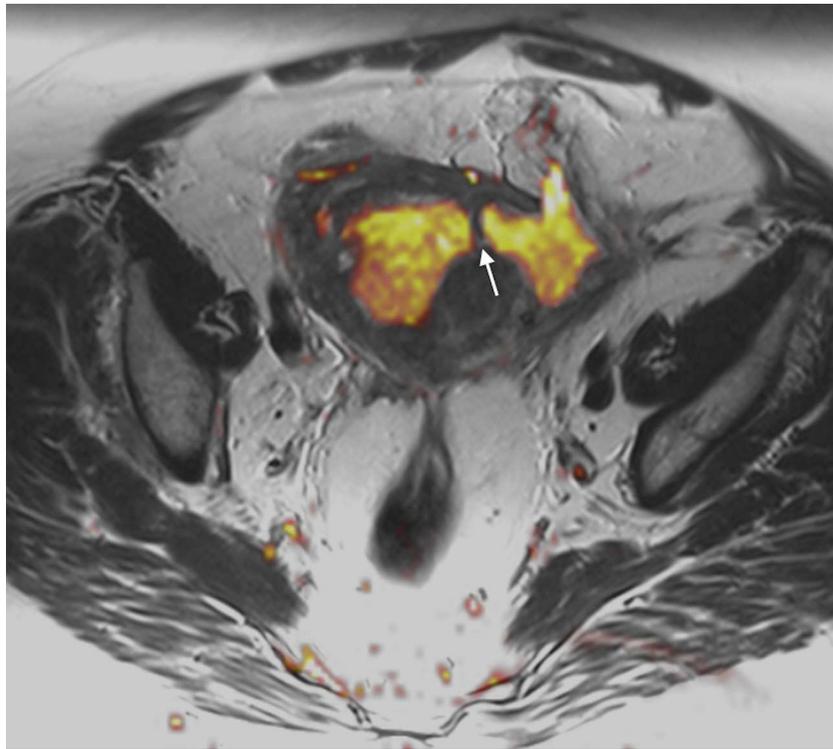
Imagen de RM obtenida mediante la fusión de las secuencias anatómicas T2 y $b = 800$ (en escala de falso color) que muestra marcada restricción de la difusión tanto del contenido de la cavidad endometrial dilatada (correspondiente al piometra) como de la colección parauterina, y un área de marcado adelgazamiento de la pared uterina, con una pequeña discontinuidad de la misma (flecha).
